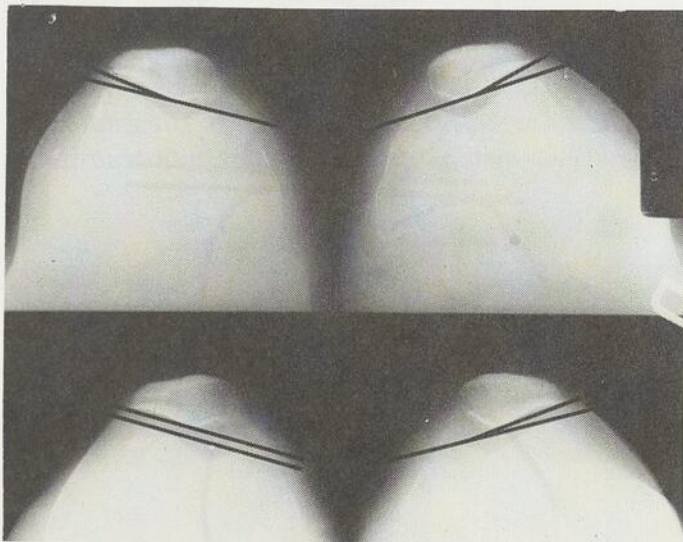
Fausse normalisation de l'image radiologique en prenant des radiographies alors que les genoux sont en position de flexion de 40 degrés ou plus:
